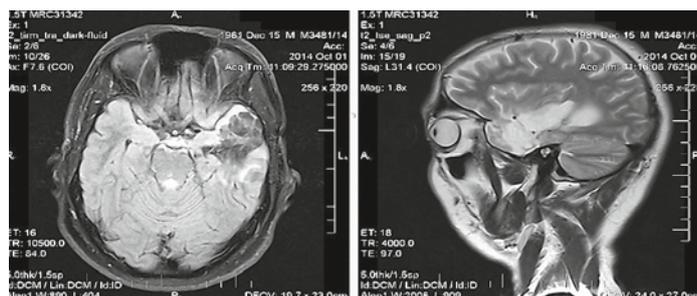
МРТ октябрь 2014
